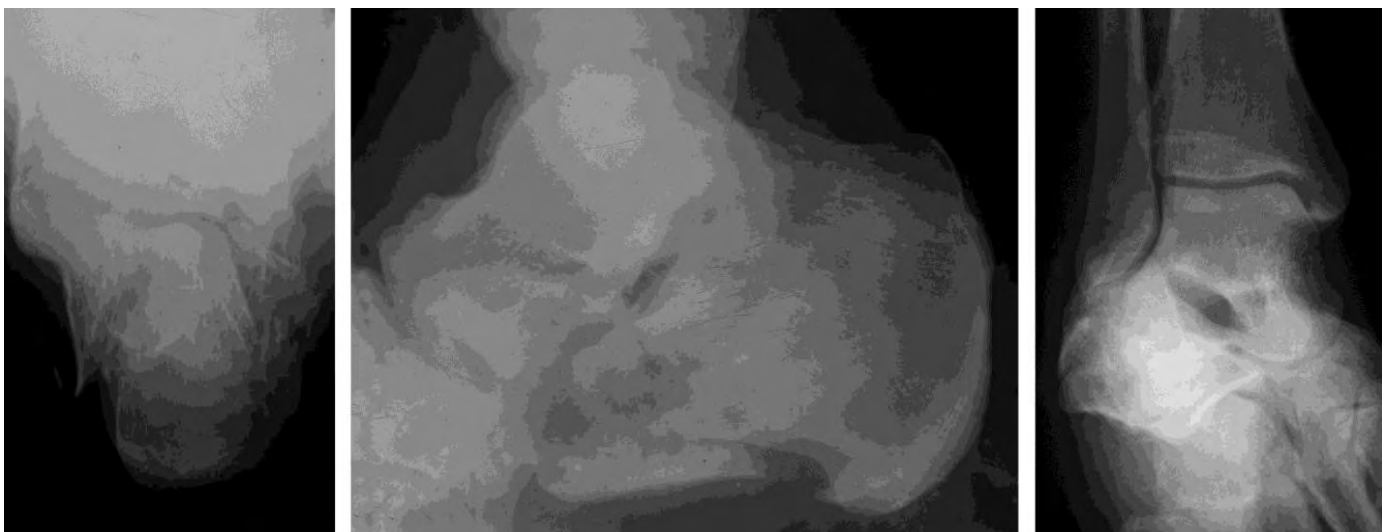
Фотовідбитки рентгенограм імпресійного перелому п'яtkової кістки в аксіальній (а), боковій (б) та проекції Broden's (в)
